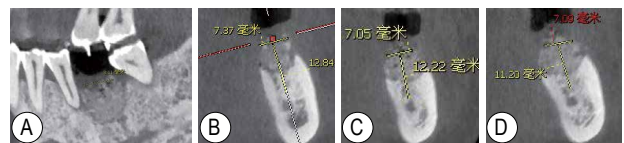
36 拔牙位点保存后即刻 CBCT 截图 A：矢状面；B~D 为冠状面，B：近中；C：中央；D：远中
